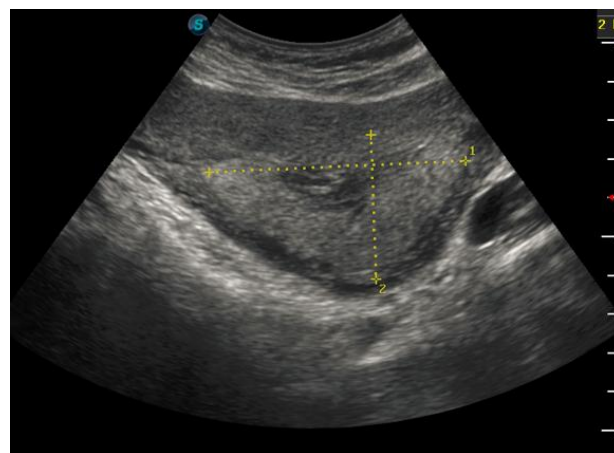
Coupe échographique montrant une rétention placentaire hétérogène, évoquant un avortement incomplet
